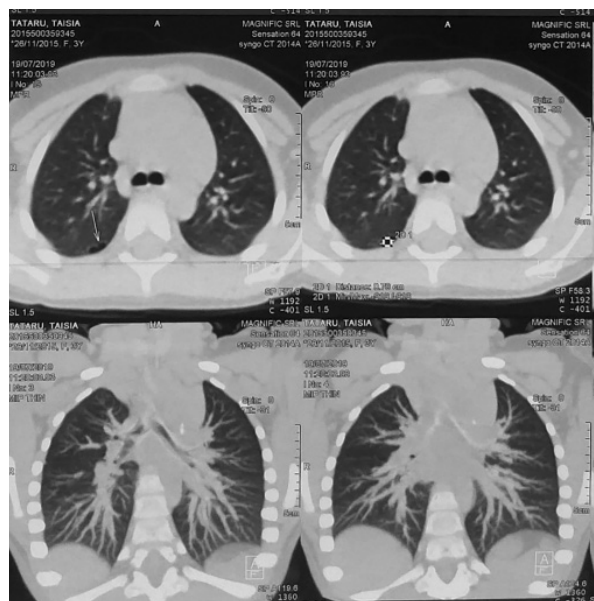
TC de control a toracei după 2 ani (19.07.19)
